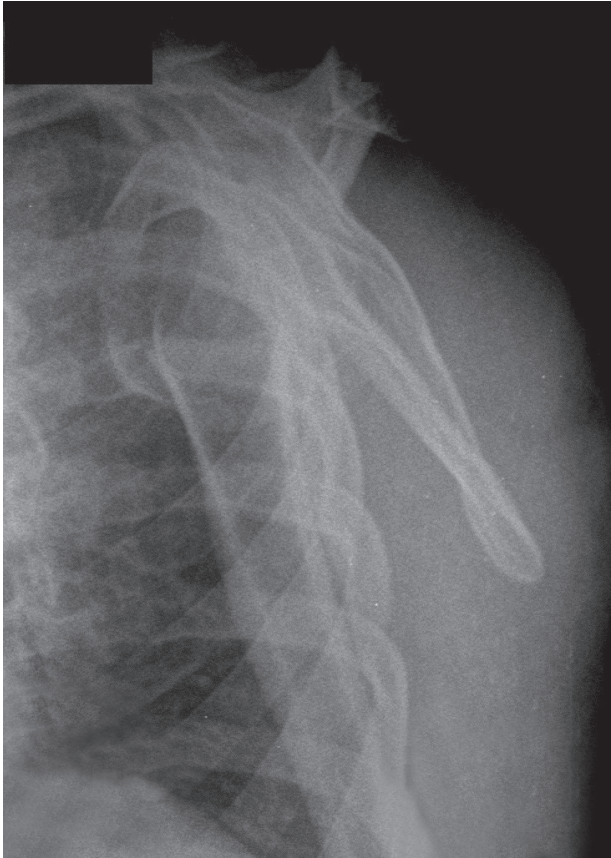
Radiografía de hombro axial, en la que se observa una luxofractura anterior del húmero proximal.
